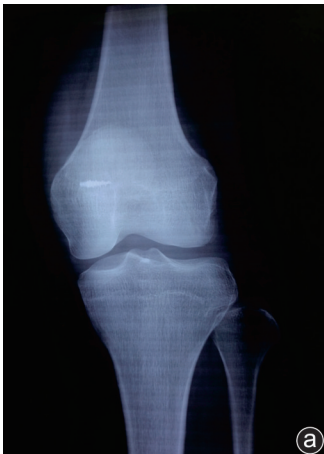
膝关节骨软骨骨折术后评估 a、b: 膝关节正侧位 X 线片评估髌骨锚钉的位置;c: 膝关节 CT 可见骨软骨骨折复位情况
